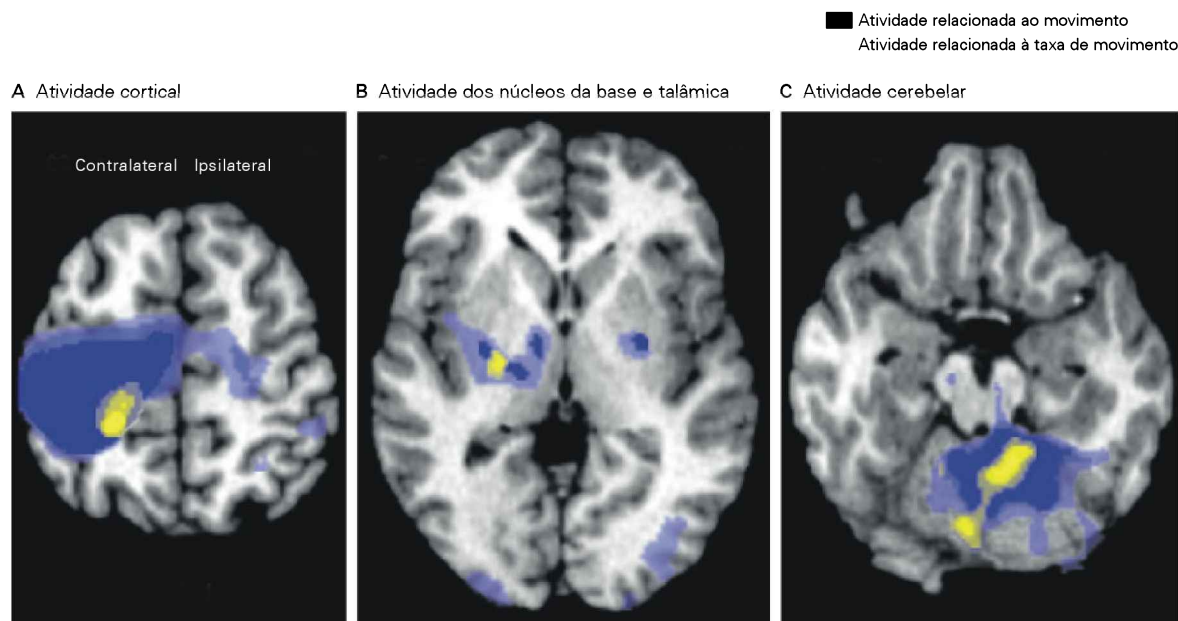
Áreas do encéfalo que mostram atividade relacionada ao movimento. As imagens de PET mostram níveis significativos de atividade em seres humanos voluntários que realizam um movimento senoidal do braço. As imagens são mostradas sobrepostas às estruturas correspondentes em imagens de ressonância magnética. Os hemisférios “ipsilateral” e “contralateral” são em relação ao braço em movimento. (Adaptada, com permissão, de Turner et al., 1998.)
